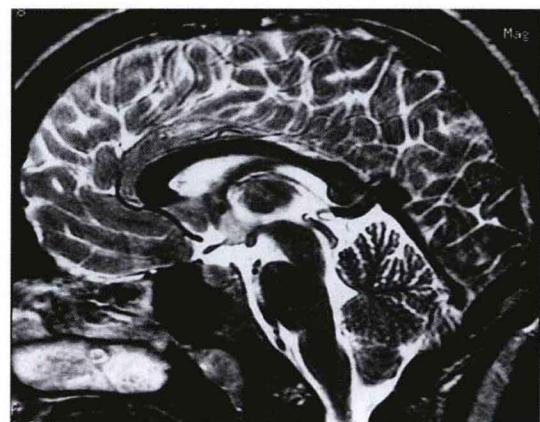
矢状位  $T_2$  加权 MRI 影像:脑组织为灰色,血管经常表现为黑色,脑脊液是白色。
